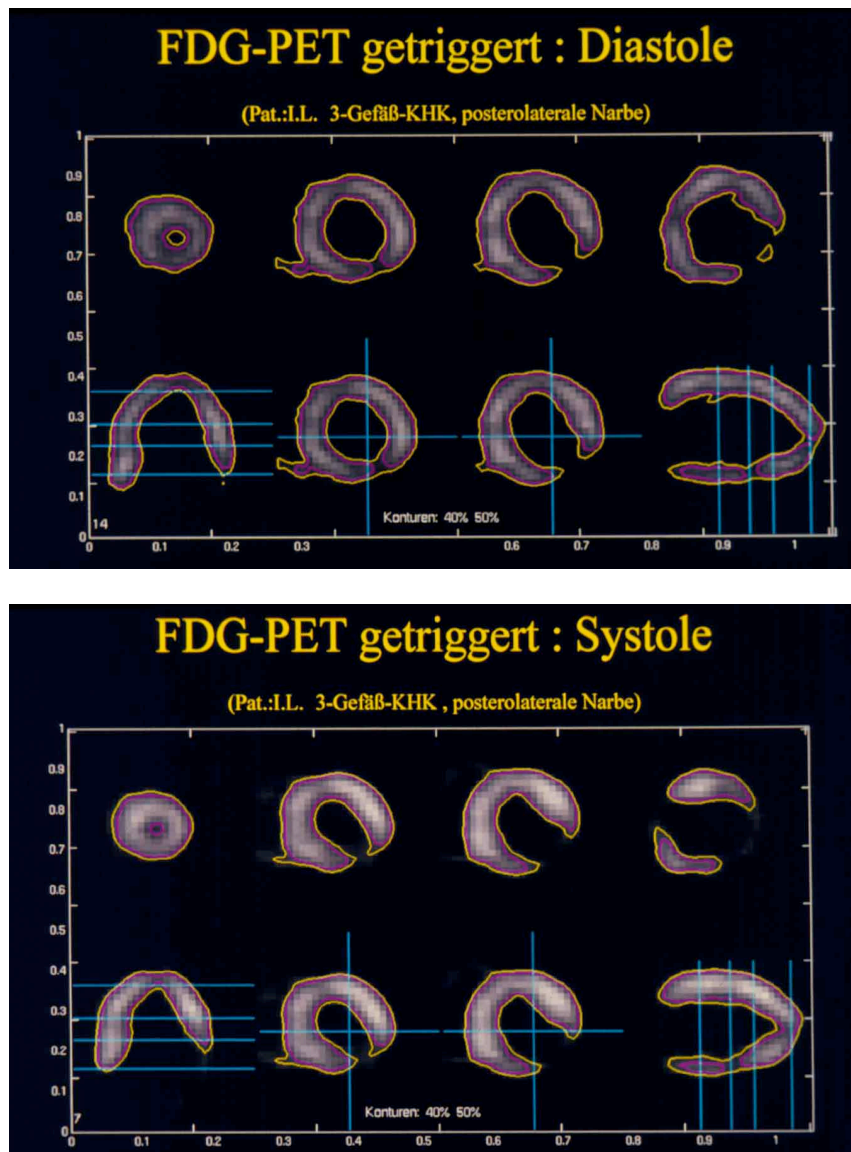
Patientenbeispiel (Pat. 45). Fixierter Defekt postero-lateral ohne FDG-Aufnahme.
